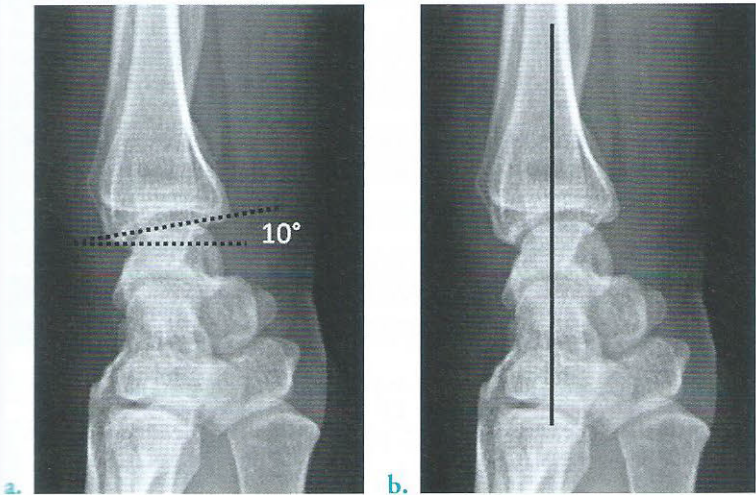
Radiographies du poignet droit de profil
